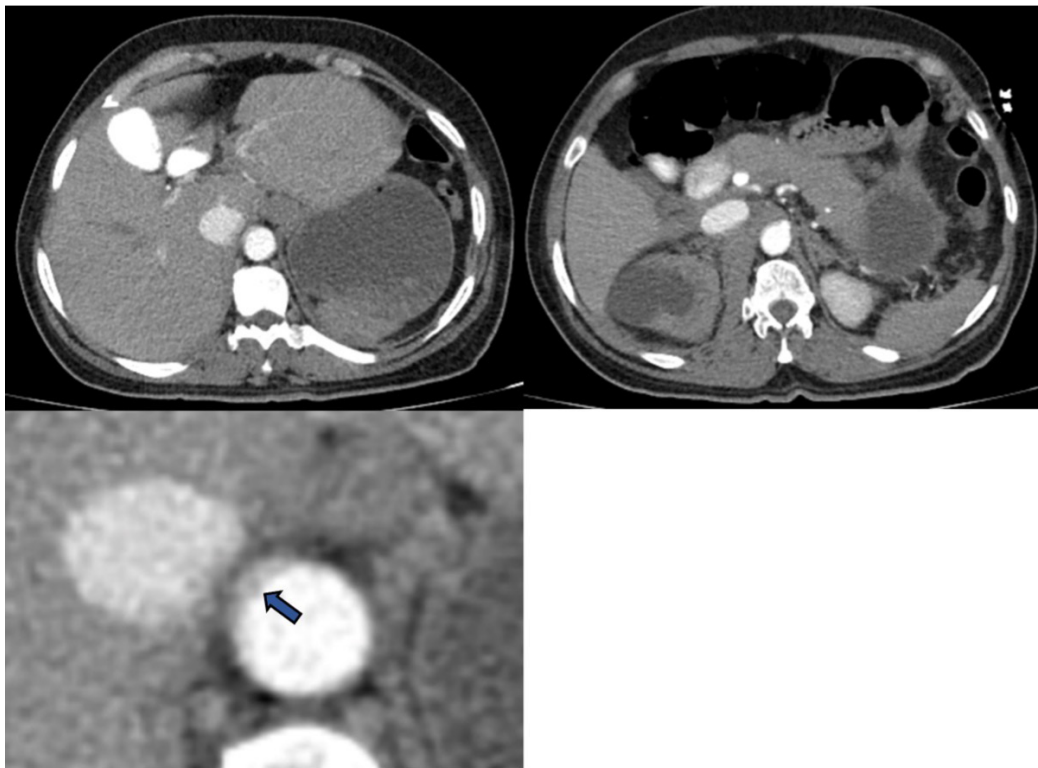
Angiotomografía en cortes axiales. Se observa trombo mural (flecha azul) en el aspecto anterior y lateral, extendiéndose desde la aorta diafragmática (A) hasta el origen del tronco celíaco (B).
